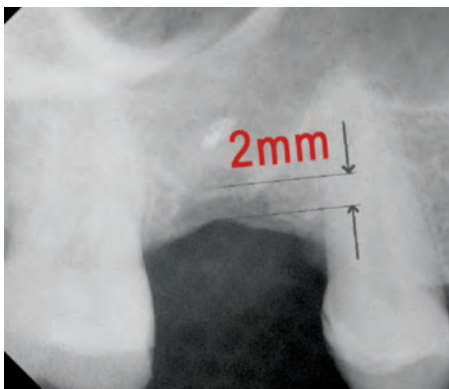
Начальная рентгенограмма. Исходный уровень разрез кости
